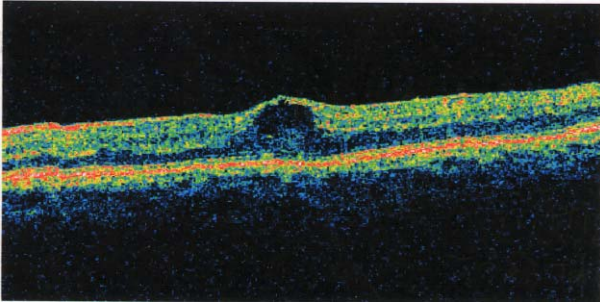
Optical coherence tomography (OCT) finding of the patient's left eye, 1 month after the development of visual disturbance showed cyst-like accumulation of subretinal fluid at the central macula.
